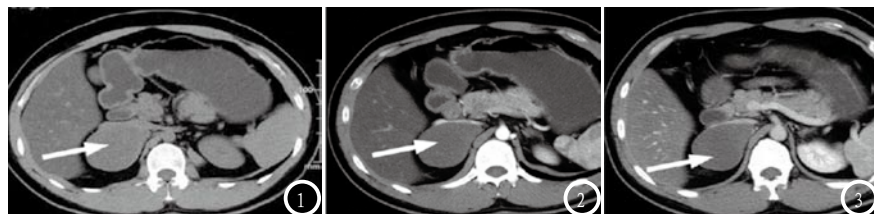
肾上腺节细胞神经瘤CT表现。图1 为CT平扫图片；图2-3 为CT增强扫描图片。
